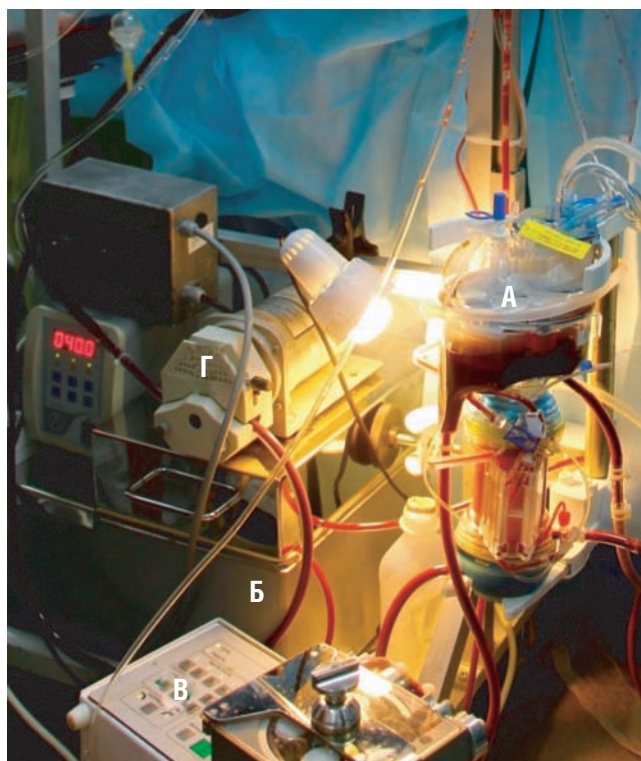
Основной контур для изолированной перфузии печени: А – мембранный оксигенатор, Б – водяная термостатирующая баня с теплообменником внутри, В – роликовый насос, Г – роликовый насос оксигенатора
